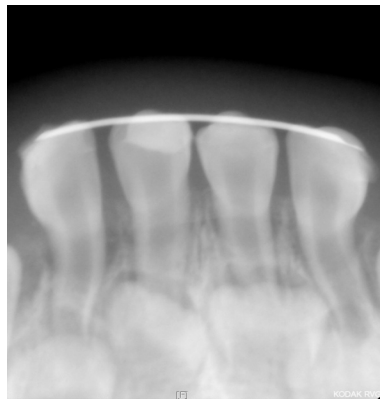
외상 6일 후의 치근단 방사선 사진
